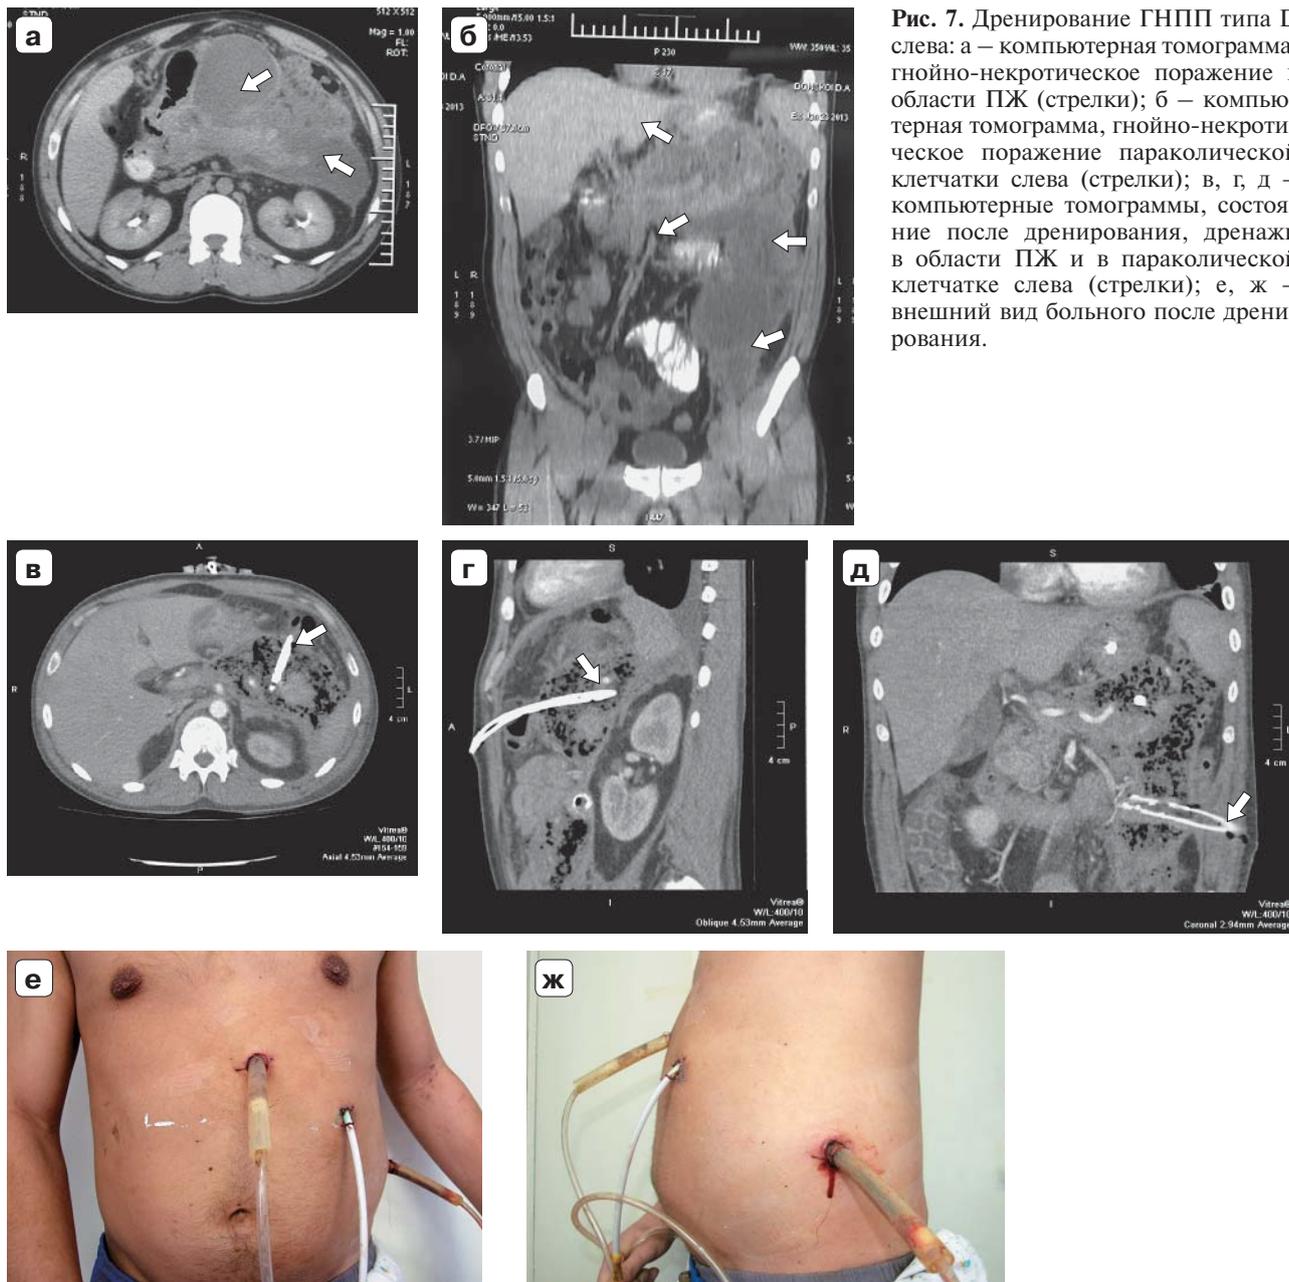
Дренаживание ГНПП типа D слева: а – компьютерная томограмма, гнойно-некротическое поражение в области ПЖ (стрелки); б – компьютерная томограмма, гнойно-некротическое поражение параколической клетчатки слева (стрелки); в, г, д – компьютерные томограммы, состояние после дренирования, дренажи в области ПЖ и в параколической клетчатке слева (стрелки); е, ж – внешний вид больного после дренирования.
